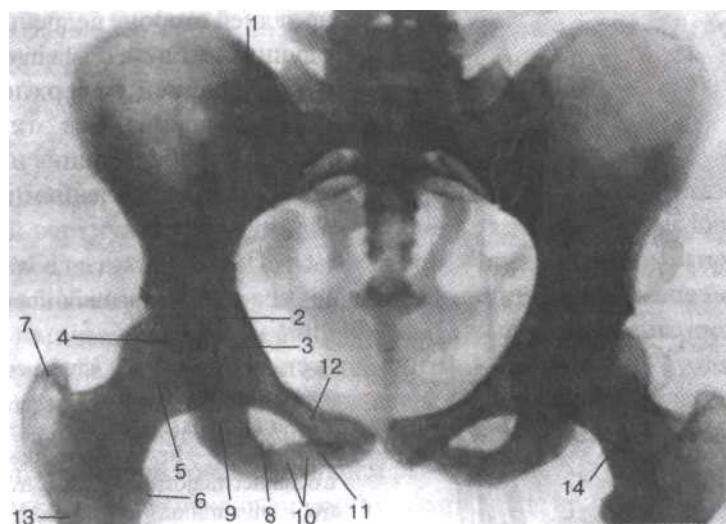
Рентгенограмма таза и тазобедренного сустава женщины.
